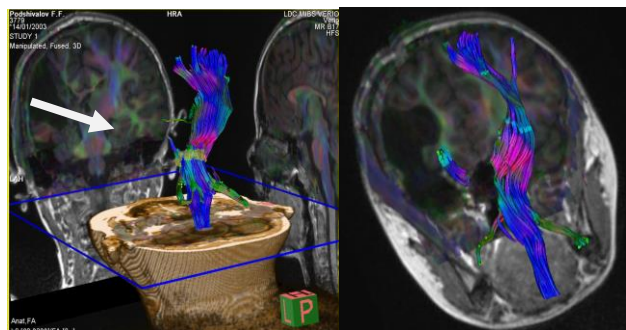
МРТ тракты. Больной П., 7 лет. Ист. б. №1116-10. МРТ-трактография определяет обеднение трактов правого полушария.
